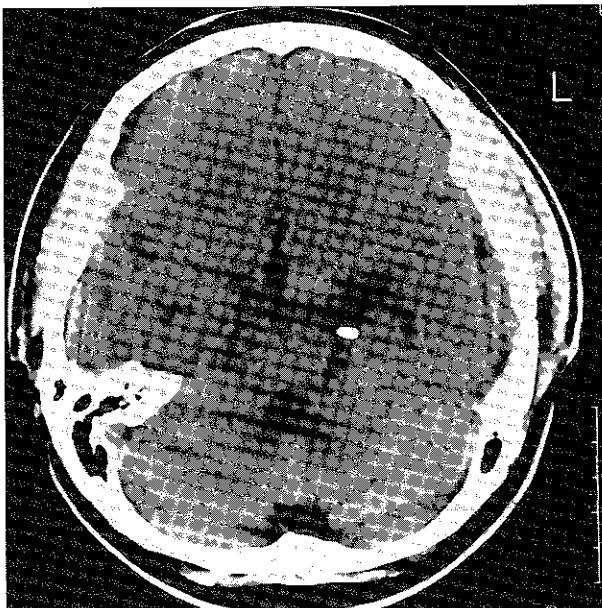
Post-operative brain computed tomography showing no newly developed lesion after sacrifice of the left P2 segment.
